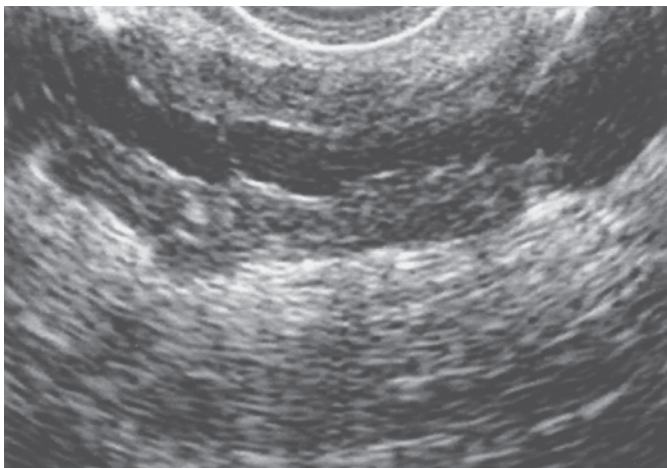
Ecografía endoscópica de un caso de pancreatitis crónica. El aspecto del parénquima en la ecografía endoscópica es heterogéneo y se observan conductos dilatados, que indican pancreatopatía obstructiva temprana. (Cortesía de Mark Topazian, Division of Digestive Diseases, Department of Medicine, Mayo Clinic.)
